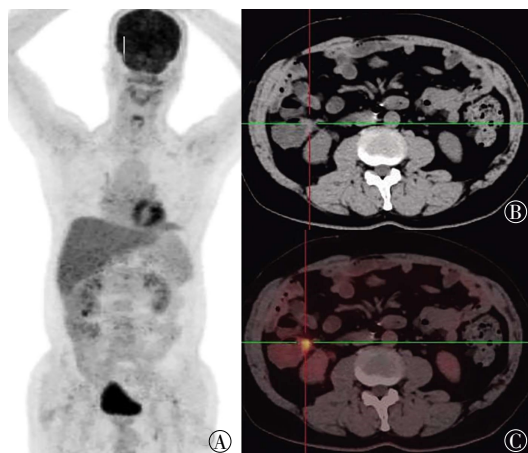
II 期升结肠癌患者的 ^{18}F -FDG PET/CT 图像 患者男性, 62 岁, 升结肠中分化腺癌, T4N0M0, A: 全身 PET/CT 三维图; B: CT 图示升结肠管壁局限性增厚 (约 0.7 cm); C: PET/CT 融合图示升结肠管壁局灶性代谢增高, $SUV_{max}=5.6$, 未见区域淋巴结转移。 SUV_{max} : 最大标准化摄取值。
